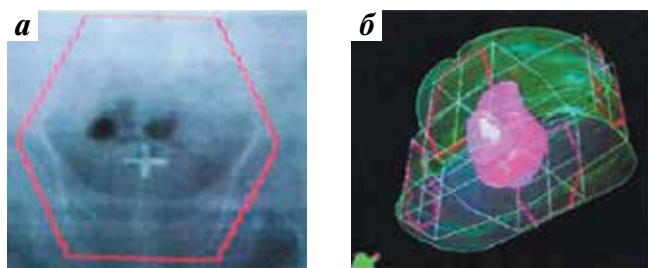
Фигурное поле при облучении малого таза: а – вид на рентгенограмме; б – трехмерное изображение мишени облучения
